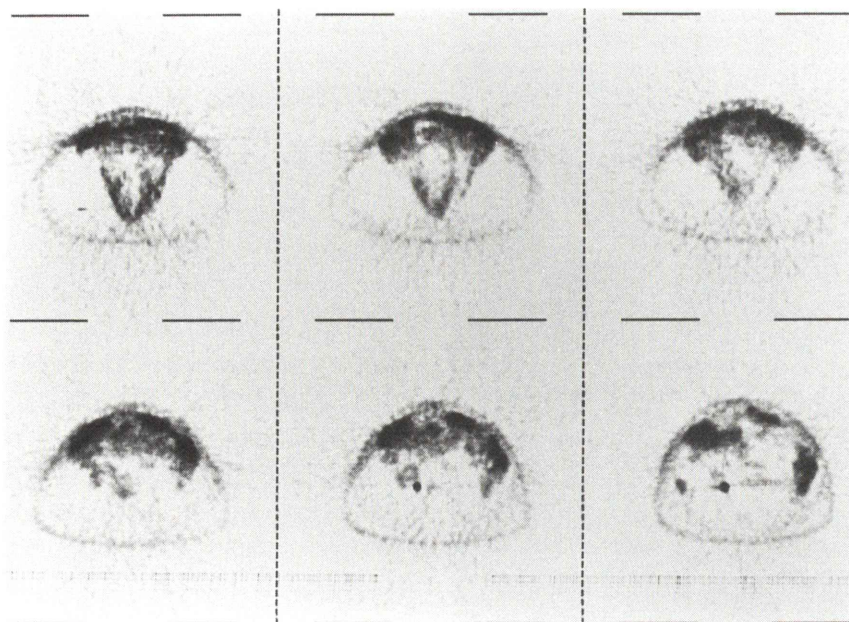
$^{18}\text{F}$ -FDG PET images of pelvic cavity (top) and lower abdomen (bottom) demonstrated high activity in the tumor.
